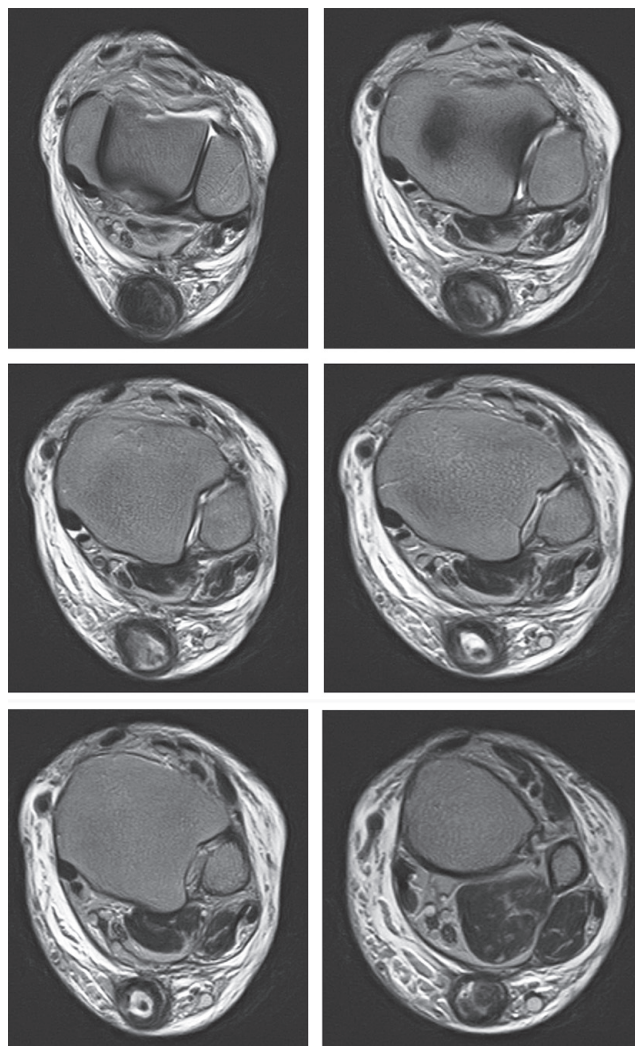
Кольцевидное псевдос сухожилие диаметром 16–20 мм (компенсаторно гипертрофированный паратенон). Корональные срезы МРТ 3 Тл
